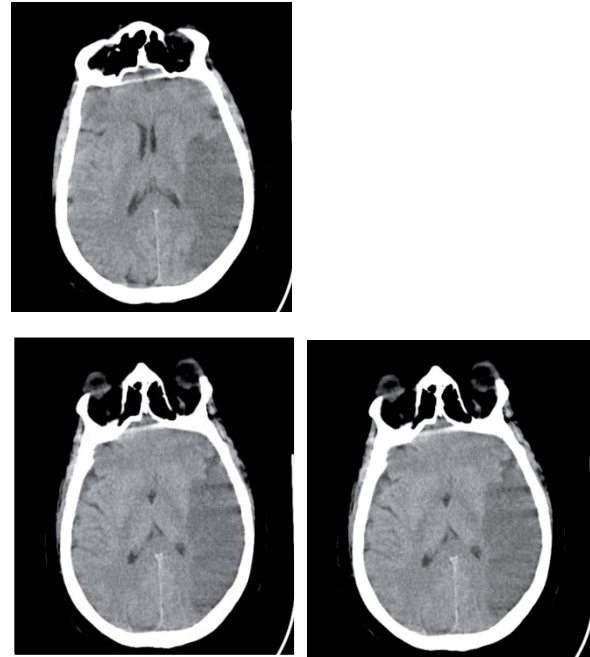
Imagini CT cerebral la pacienta examinată.
